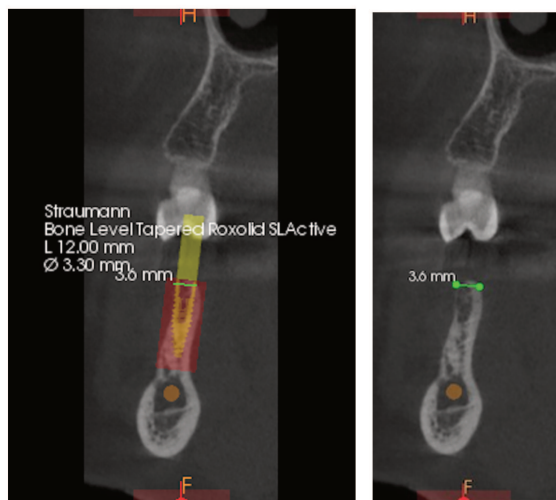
Extraits du CBCT permettant la planification implantaire
